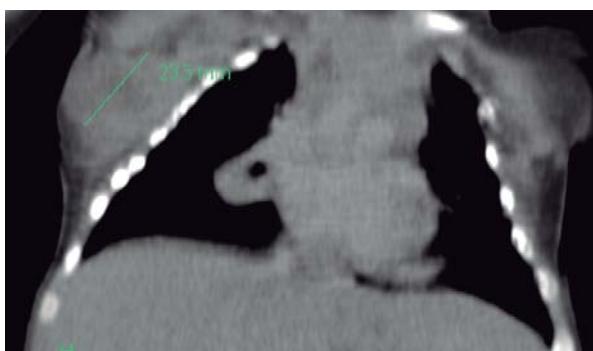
Tomografía axial computarizada de tórax, ventana para mediastino. Se observa conglomerado ganglionar de 23 x 26 x 25 mm en axila derecha con centro hipodenso sugerente de necrosis. Caso clínico 3.
